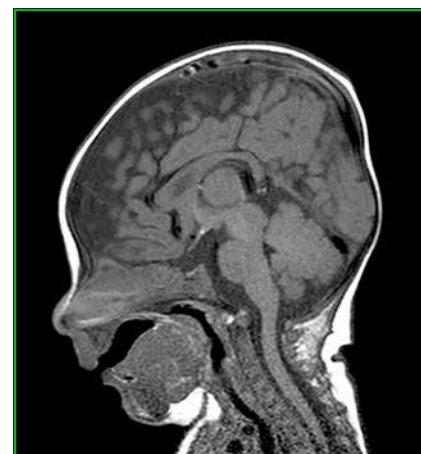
IRM hypothalamo-hypophysaire d'un déficit antéhypophysaire de l'enfant. Section de tige pituitaire, post hypophyse ectopique, petite antéhypophyse.
